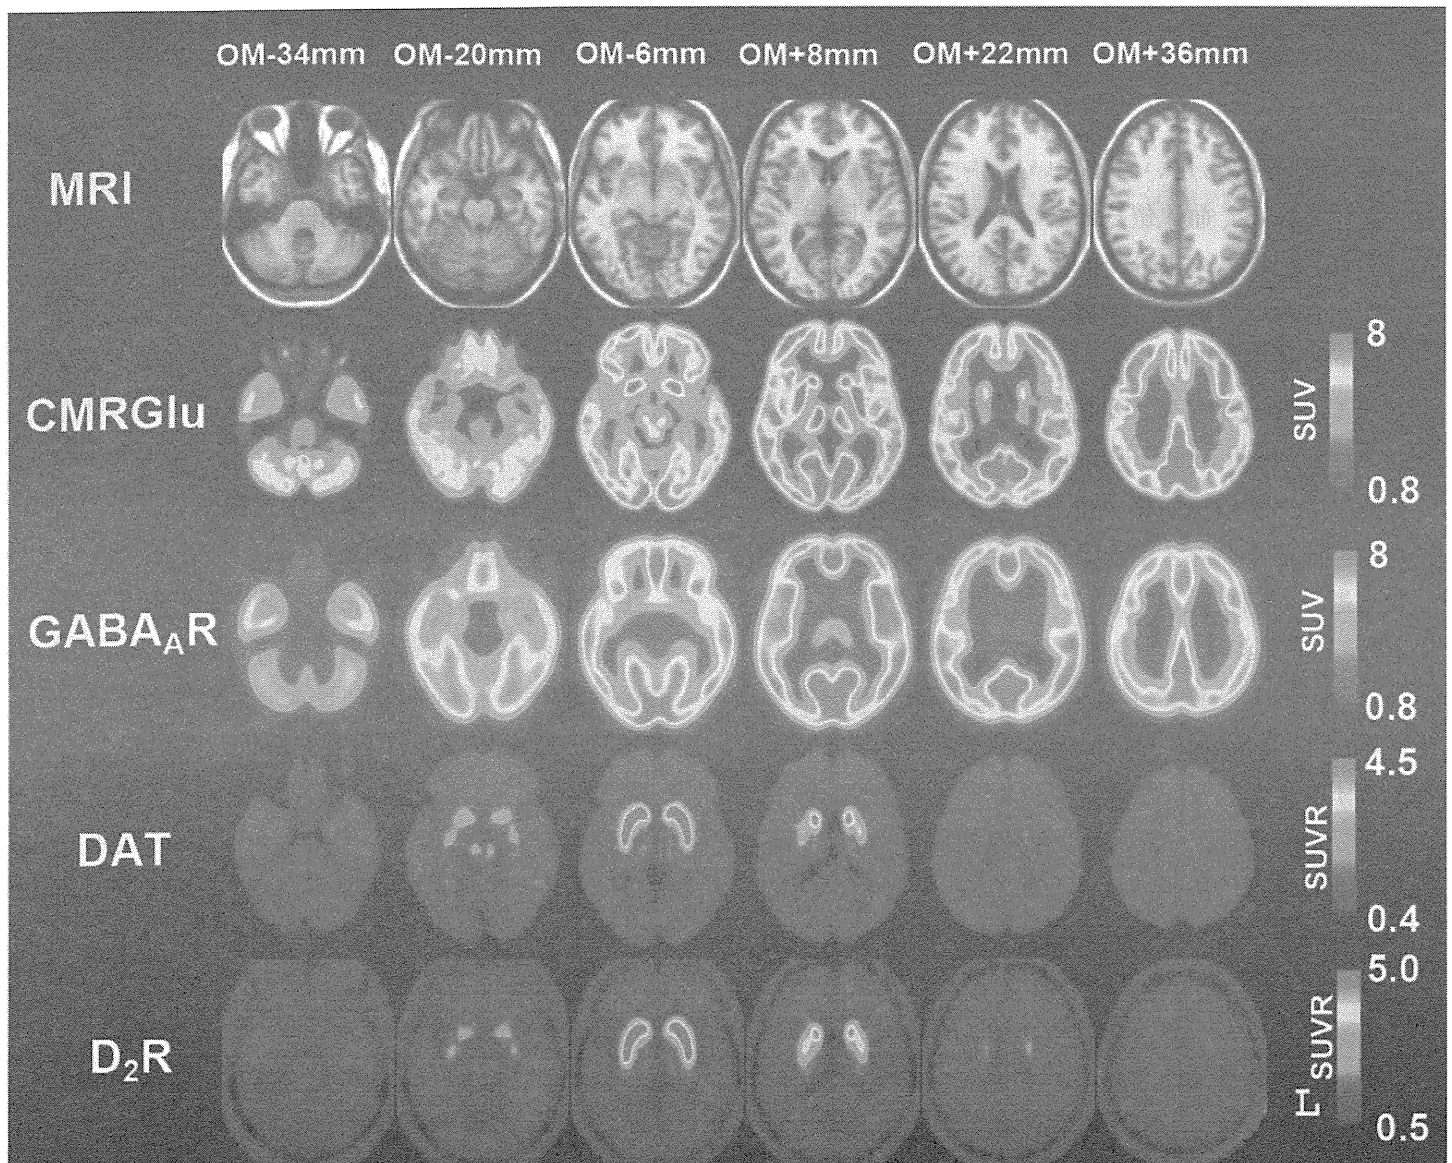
PET による脳ブドウ糖代謝と神経伝達機能測定
